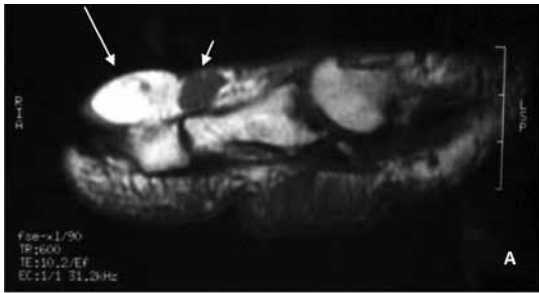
Ressonância magnética do pé direito com cortes sagitais do hálux. A) Imagem ponderada em T1. Tumor dorsal apresenta duas áreas distintas. A mais distal (seta longa) com sinal de gordura semelhante à medular óssea. Área mais proximal (seta curta) com baixo sinal em T1. B) Imagem ponderada em T2 com supressão de gordura. Toda a lesão brilha, denotando que mesmo a porção distal com sinal de gordura na ponderação em T1 comporta-se diferente da gordura normal. C) Imagem ponderada em T1 com supressão de gordura e injeção de contraste. Há supressão parcial porção distal do tumor e na porção proximal há impregnação intensa do contraste.
